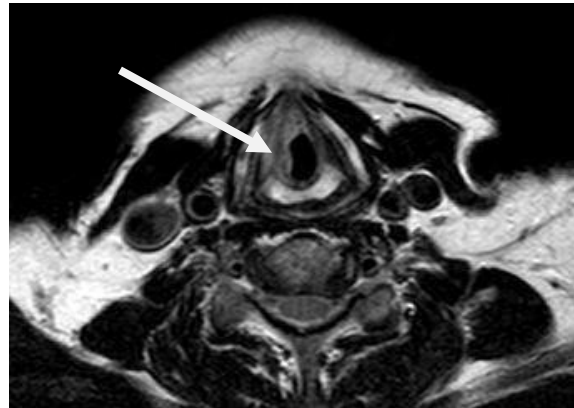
Subglottischen Larynxkarzinom, links ein lupenlaryngoskopisches Bild, rechts der korrespondierende Befund in der MRT
